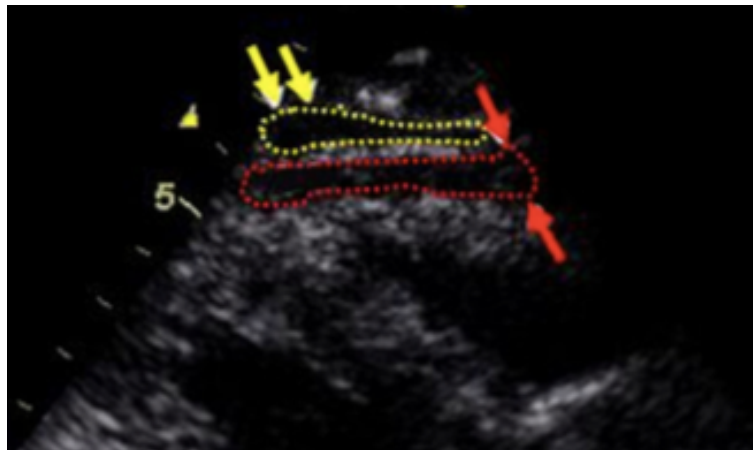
Image échographique démontrant le gras épocardique
